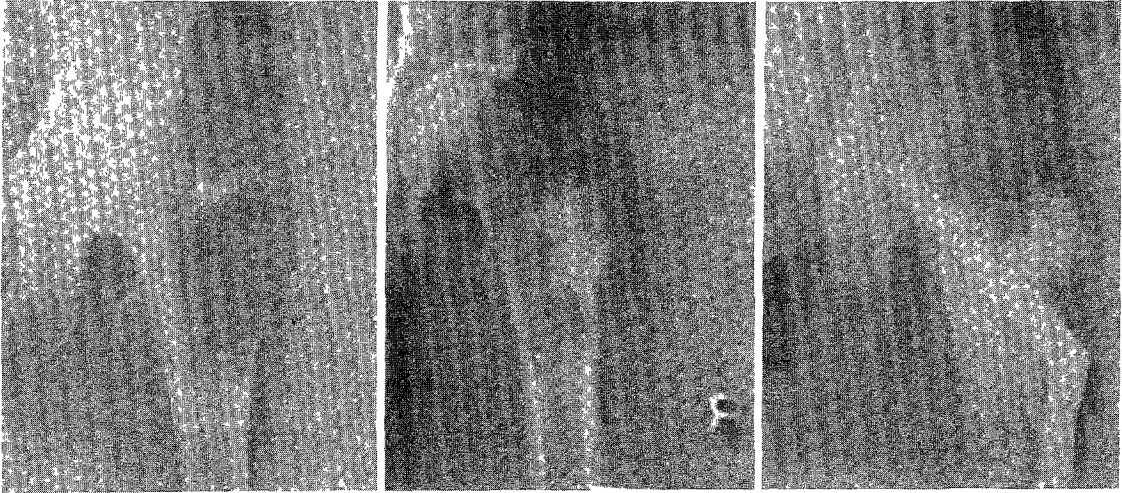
Radiographs of Case 3(F/54).
